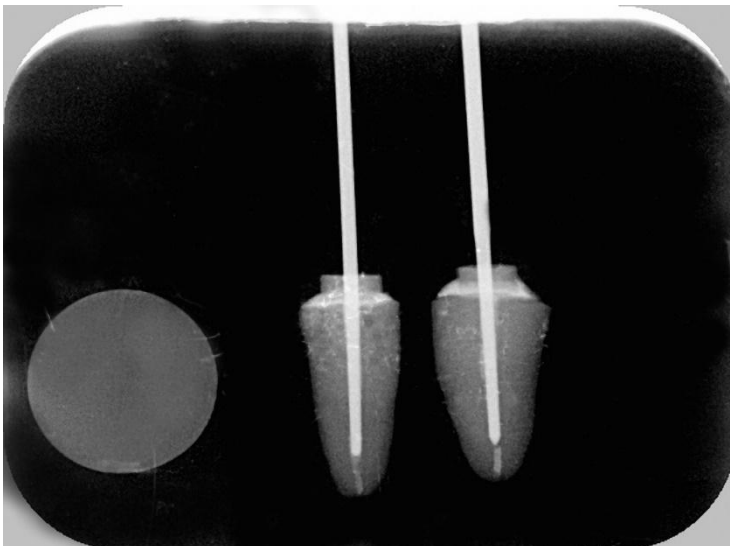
Röntgenkontrolle der einzementierten Spreader
